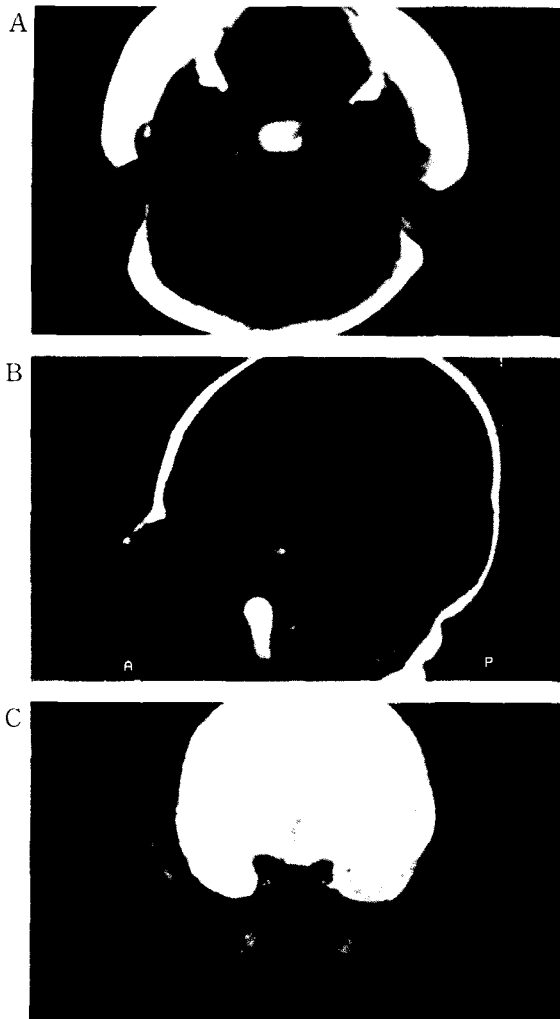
On MRI, A,B the mass demonstrates a high signal intensity on a T1-weighted axial & sagittal image, C. The low signal intensity of the mass is demonstrated on a T2-weighted coronal image.
